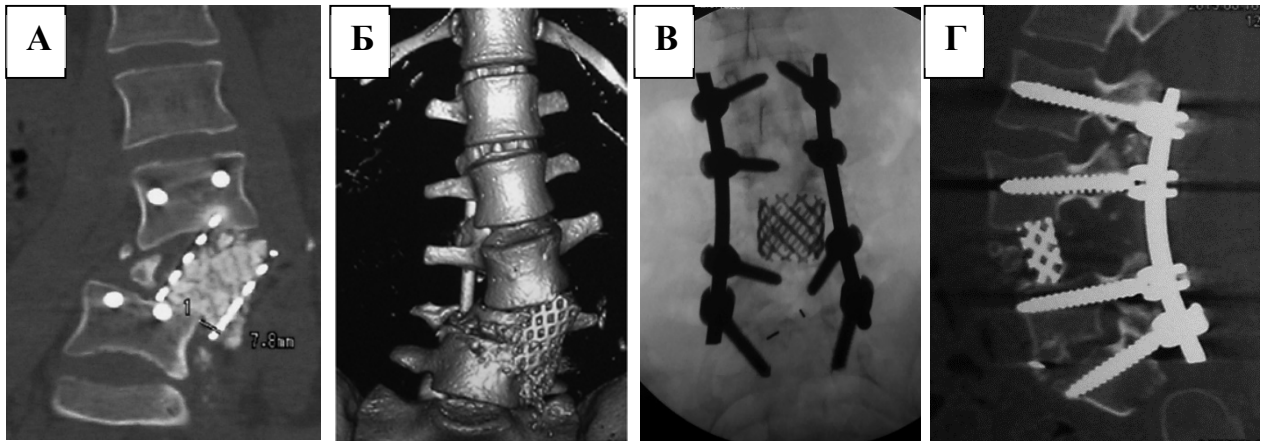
Нестабильность имплантатов с развившейся деформацией: КТ перед ревизионным вмешательством (А), 3D КТ реконструкция перед ревизией (Б), послеоперационная рентгенография во фронтальной проекции (В), КТ контроль после ревизии (Г)
